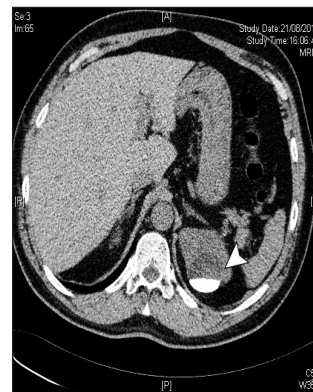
CT scanner réalisé post-lithotritie. L'opacité calcique polaire supérieure est maintenant incomplète avec niveau hydro-calcique (tête de flèche).
